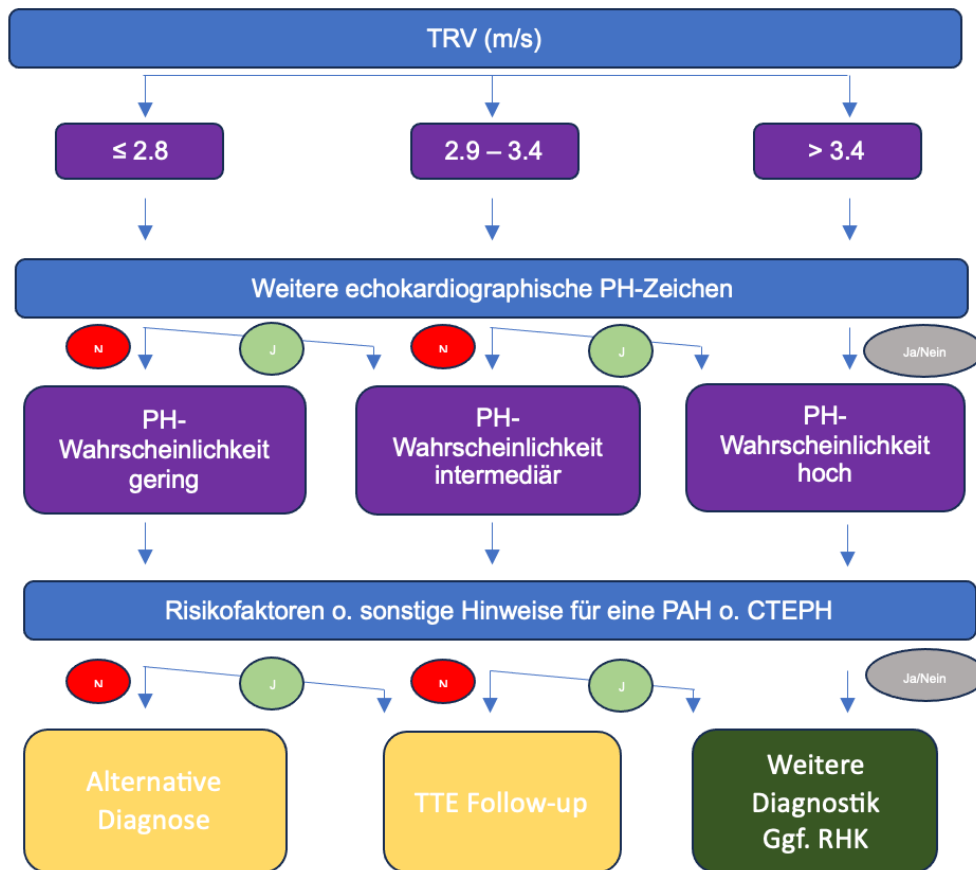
Echokardiographische Wahrscheinlichkeit einer PH
